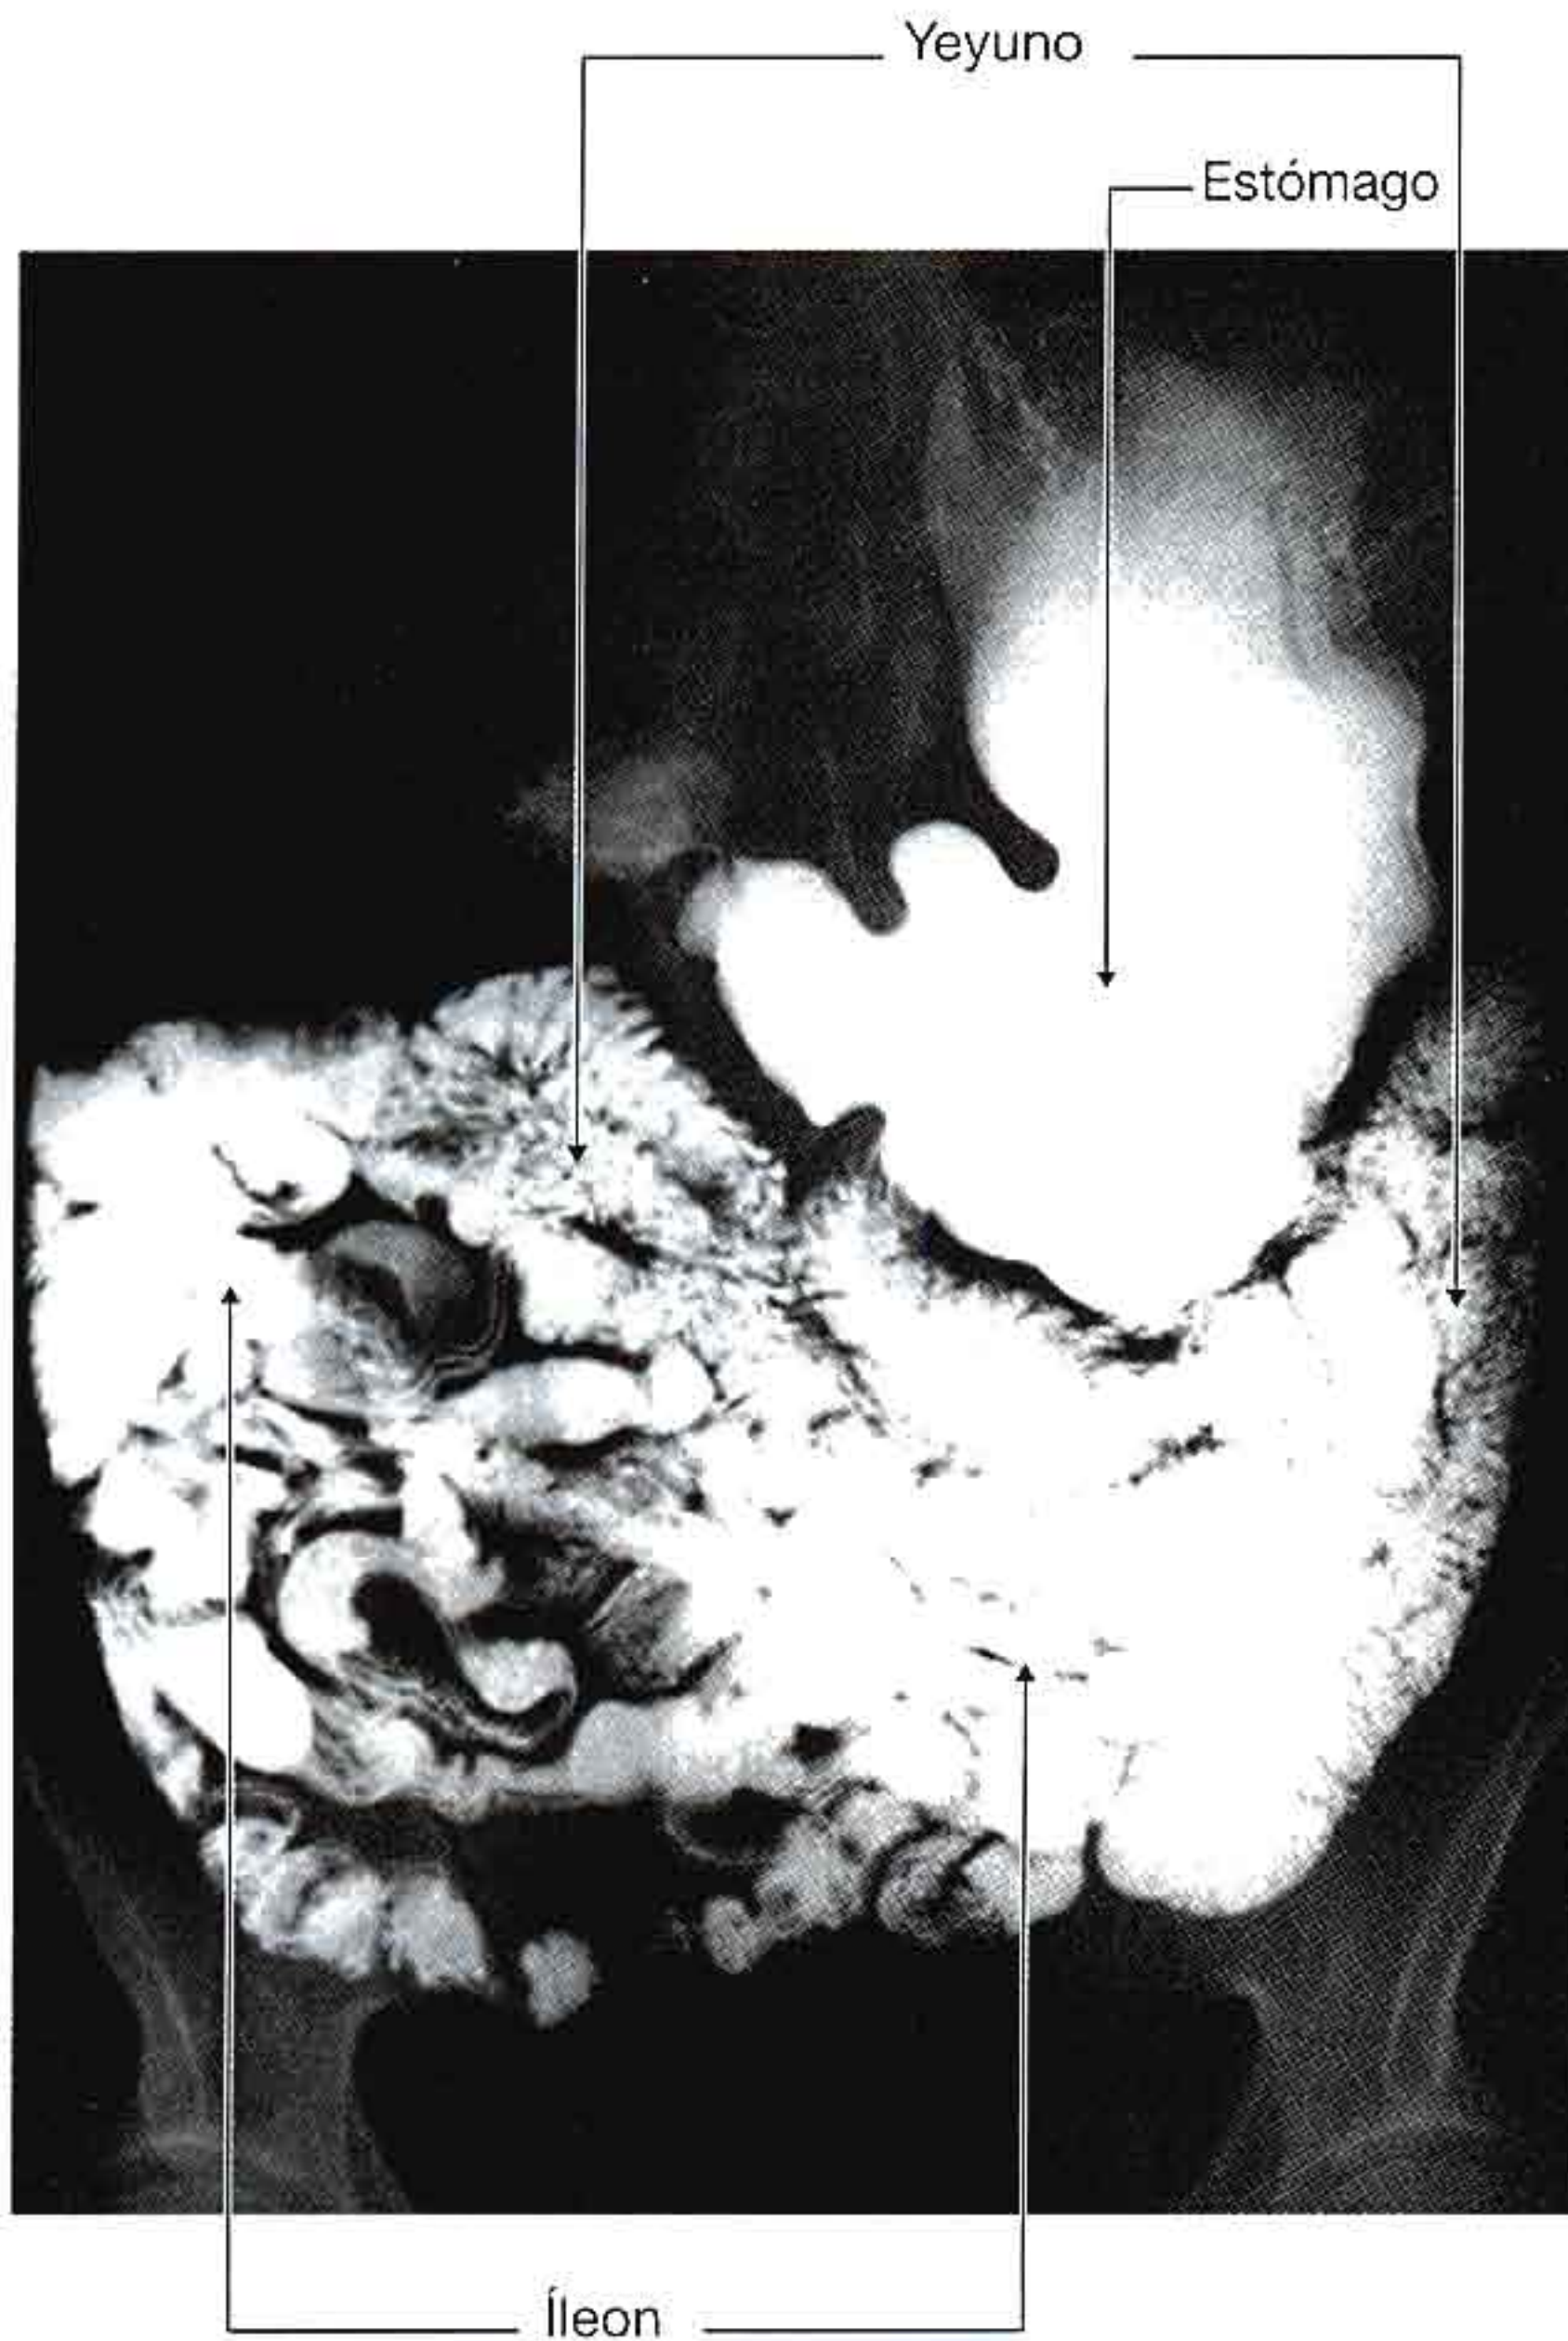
Radiografía con contraste de bario que muestra el yeyuno y el íleon.
